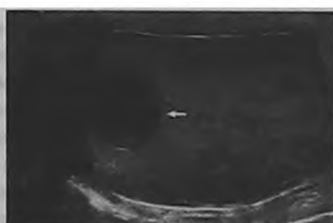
5-е сутки заболевания. УЗИ мошонки. Поперечная проекция. Слева от яичка с абсцессом визуализируется левый семявыносящий проток с утолщенными стенками (стрелка). УЗ картина острого деферентита
